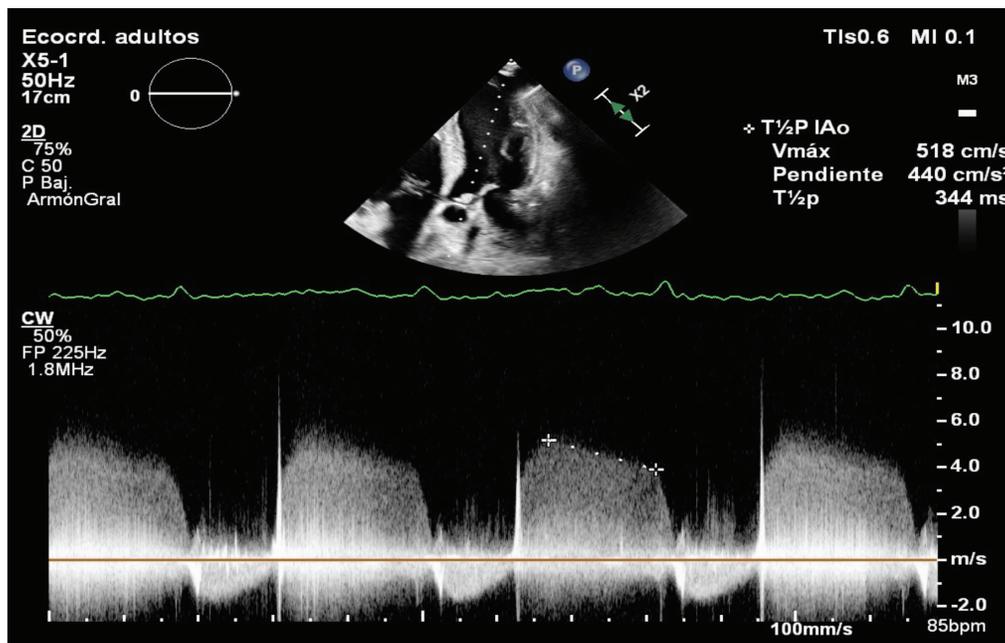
Vista apical de 5 cámaras que demuestra tiempo de hemipresión de 344 ms, compatible con insuficiencia aórtica moderada en relación con endocarditis de dicha válvula. Fuente: Laboratorio de Ecocardiografía Hospital México.
